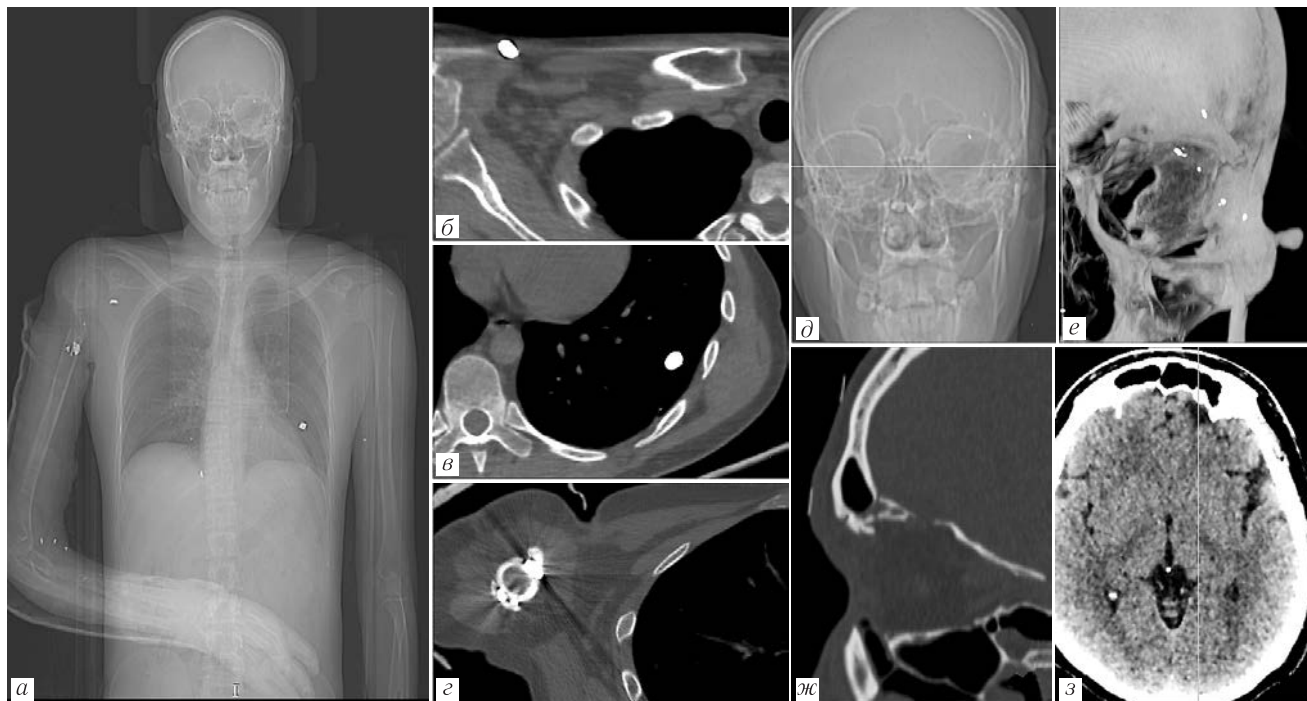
Компьютерно-томографическое исследование пациента Э-п, 45 лет, минно-взрывная травма от 10.11.2022. Данный пациент соответствует строке 3 табл. 3 — «Строго противопоказано», пояснение в тексте. Анатомические области на изображениях: *a* — общая топограмма торса; *б* — осколок в правой подключичной области; *в* — осколок в левом легком; *г* — осколок в правой плечевой кости; *д* — общая топограмма головы; *е* — осколки в левой интра- и параорбитальной областях; *ж* — область левой орбиты; *з* — левые прямая и медиальная орбитальные извилины
